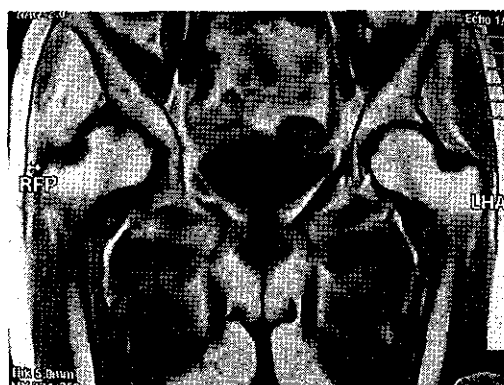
発症後 2 ヶ月の MRI、T1 強調画像。骨頭荷重部やや内側に低信号領域を認め、また臼蓋外側縁においても低信号領域を認める。
